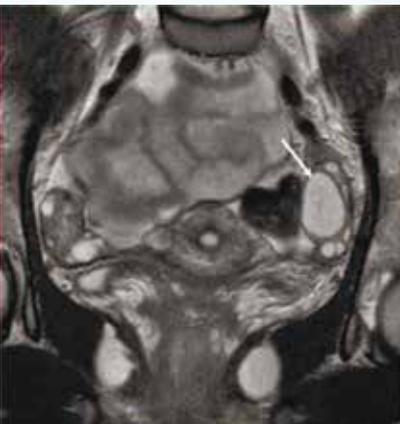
МРТ малого таза в корональной проекции, Т2 ВИ
